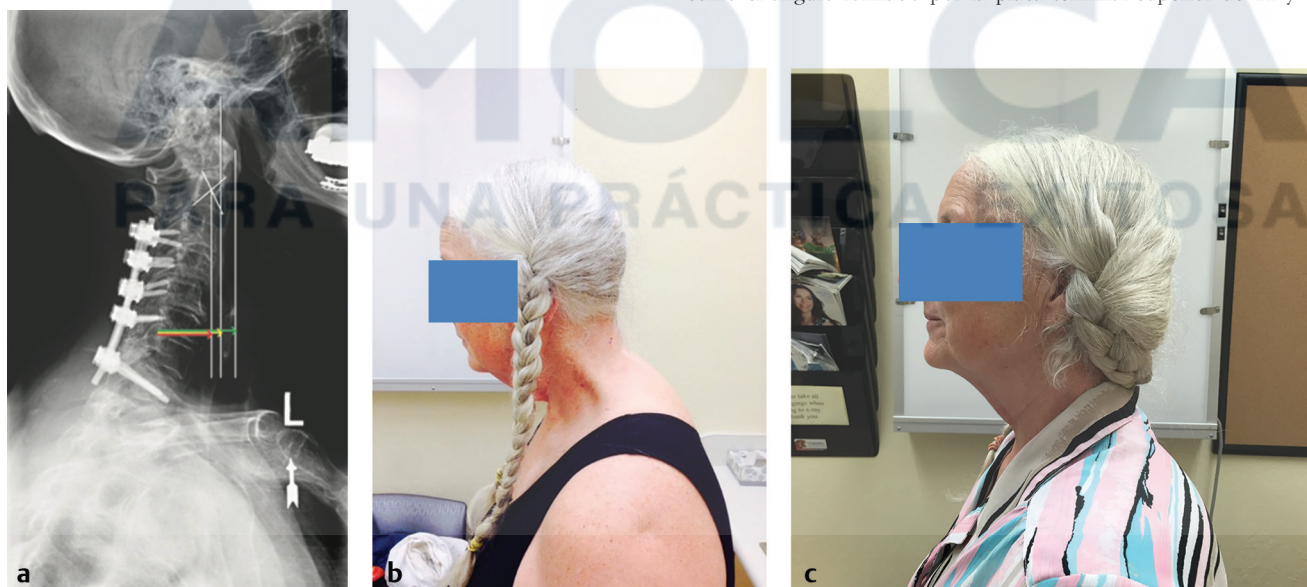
(a) Radiografía sagital que muestra la medición del SVA cervical. (Reproducido con permiso de Scheer y colaboradores²). Ejemplo clínico del SVA en una paciente con deformidad cifótica cervical antes (b) y después (c) de la cirugía
